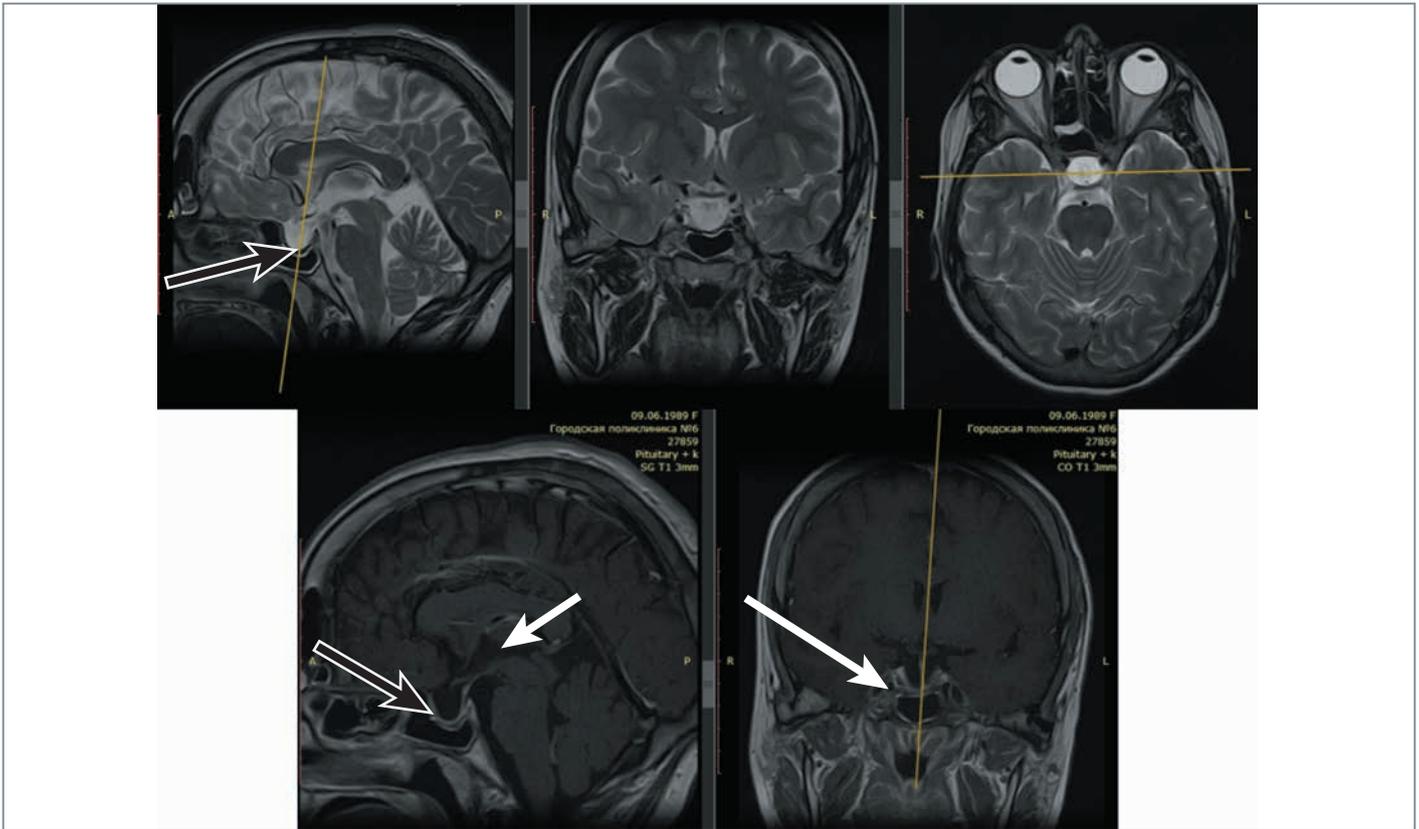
Магнитно-резонансные томограммы с контрастным усилением через 3 мес после операции: пустое турецкое седло — свободная от опухоли супраселлярная цистерна, гипофиз сохранен (черные стрелки); гипофиз и его стебель (белые стрелки)
